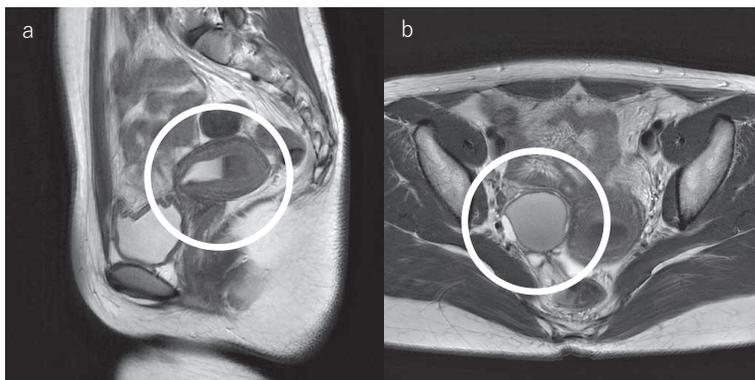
初診時(15歳) 骨盤MRI検査所見(T2強調画像)
